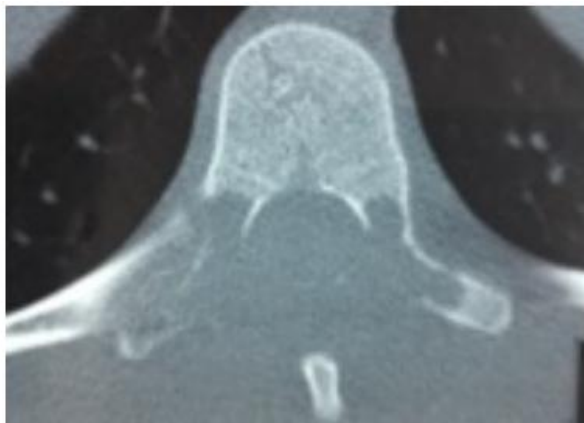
TDM dorsale en coupe axiale T10
